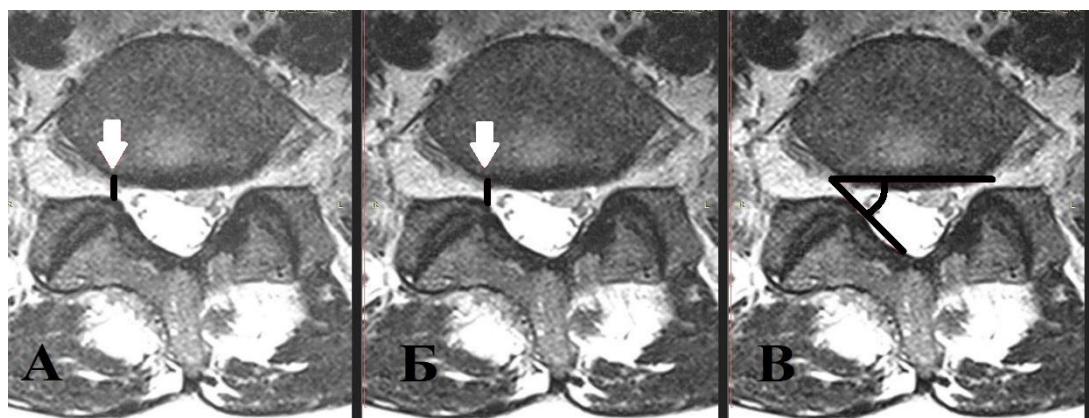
Аксиальные Т2-взвешенные изображения МРТ, демонстрирующие параметры латерального канала для оценки степени стеноза: А – высота латерального рецессуса; Б – глубина латерального рецессуса, В – угол латерального рецессуса
